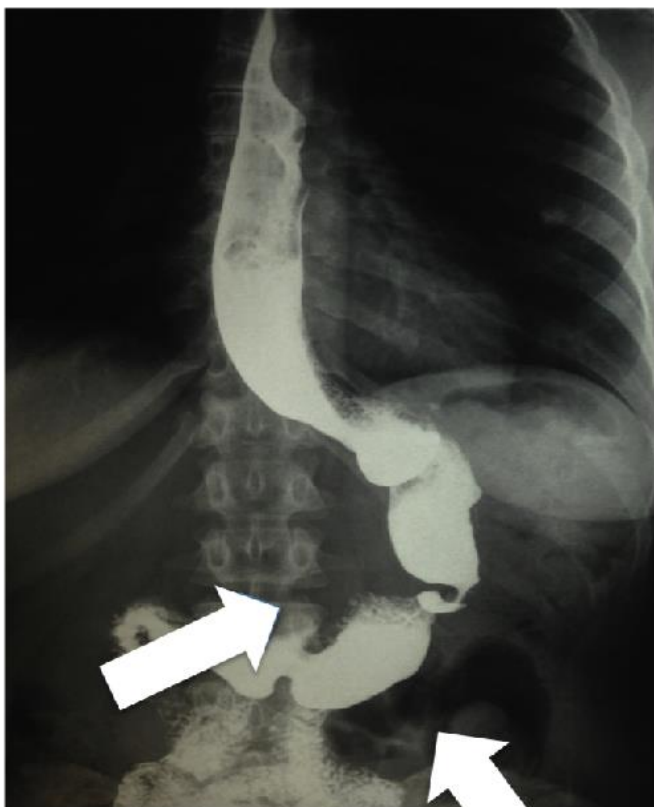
Radiografia contrastada mostrando torção do tubo gástrico (Imagem gentilmente cedida pelo Dr. Luis Gustavo de Quadros)
